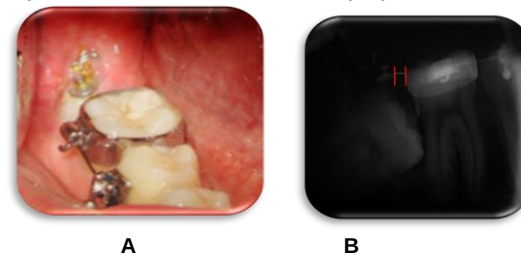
Último registro diente 47 (Octubre - 2010). A. Fotografía intraoral, B. Radiografía periapical.
